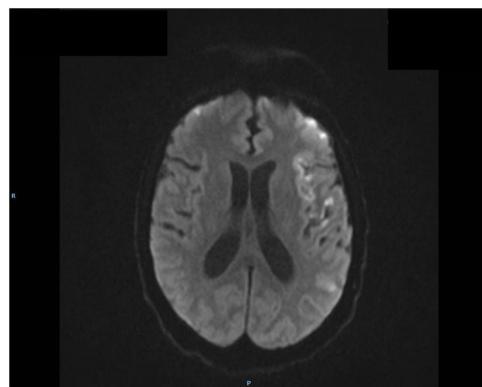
Imagen de resonancia magnética. Corte axial secuencia difusión con ictus corticales hemisféricos bilaterales de predominio izquierdo.
